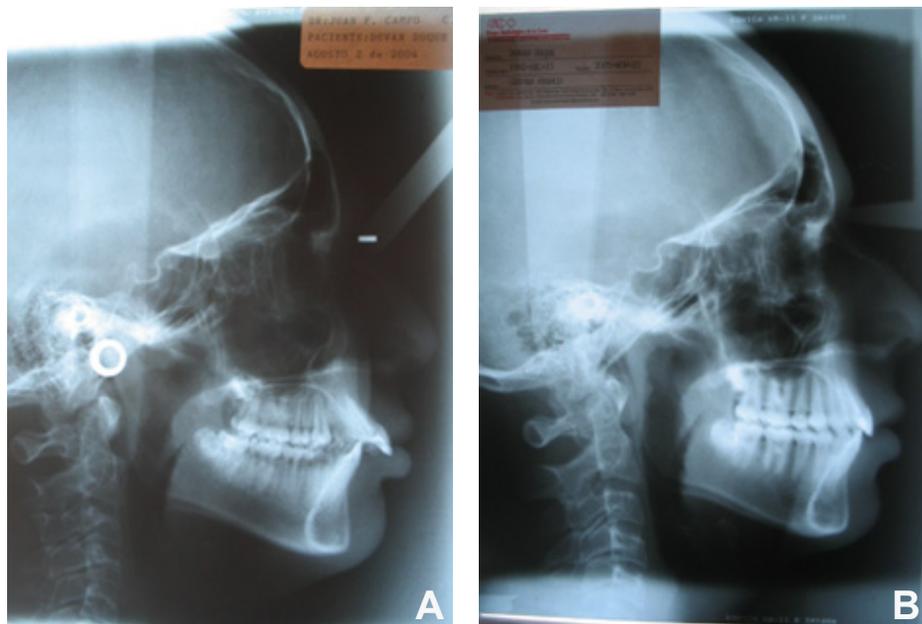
A. Radiografía lateral de cráneo inicial (Agosto 2 de 2004). B. Radiografía lateral de cráneo final (Noviembre 25 de 2005).
